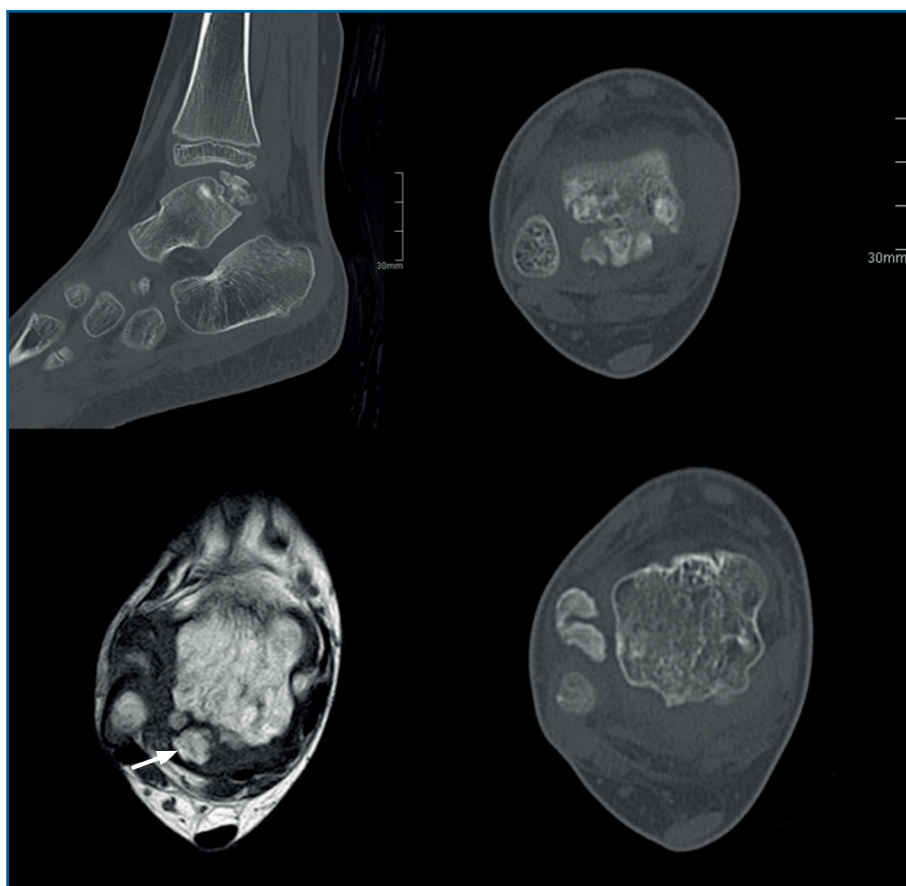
Enfermedad de Trevor. Displasia epifisaria hemimélica en un niño de 5 años. Cortes axiales de tomografía computarizada y reconstrucción sagital que muestran varios centros de osificación irregulares separados de la epífisis. Corte axial T1 de resonancia magnética que muestra uno de los fragmentos de osificación de la misma intensidad de señal que la médula ósea (flecha).
